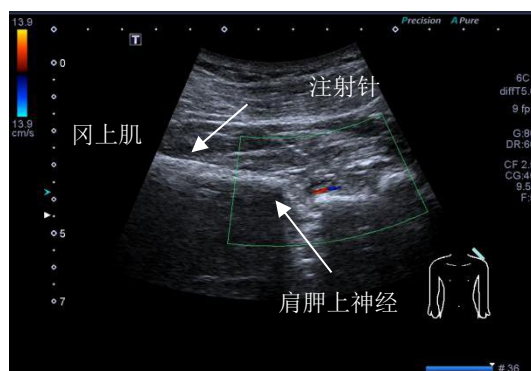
肩胛上神经液压松解药物注射治疗超声图像
